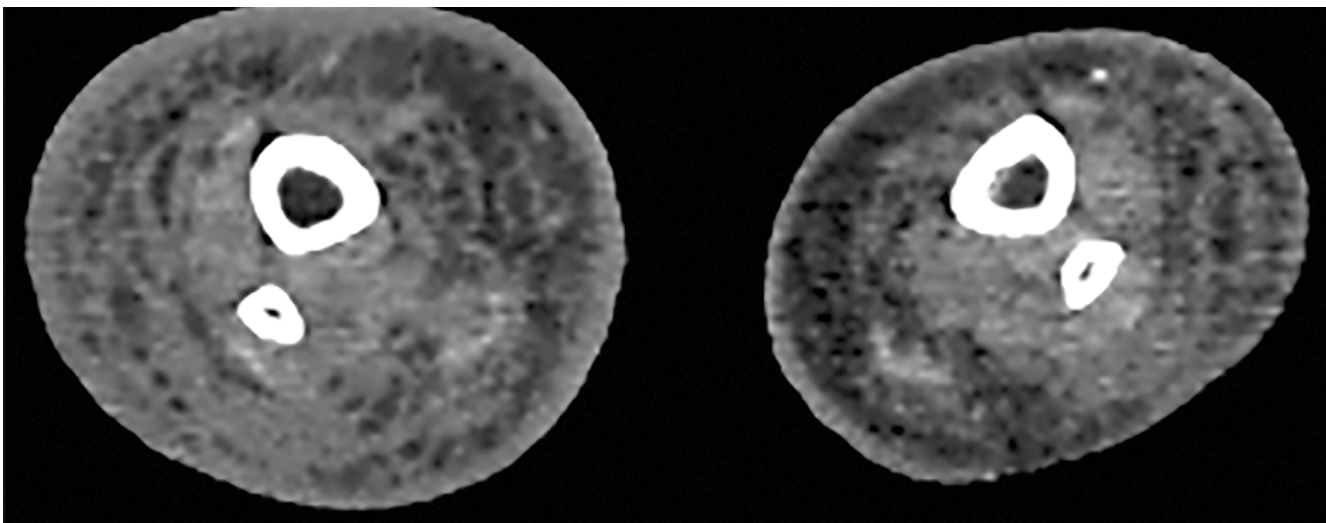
Компьютерная томограмма. Аксиальный срез на границе средней и нижней третей голеней: выраженный отек и инфильтрация мягких тканей правой голени
